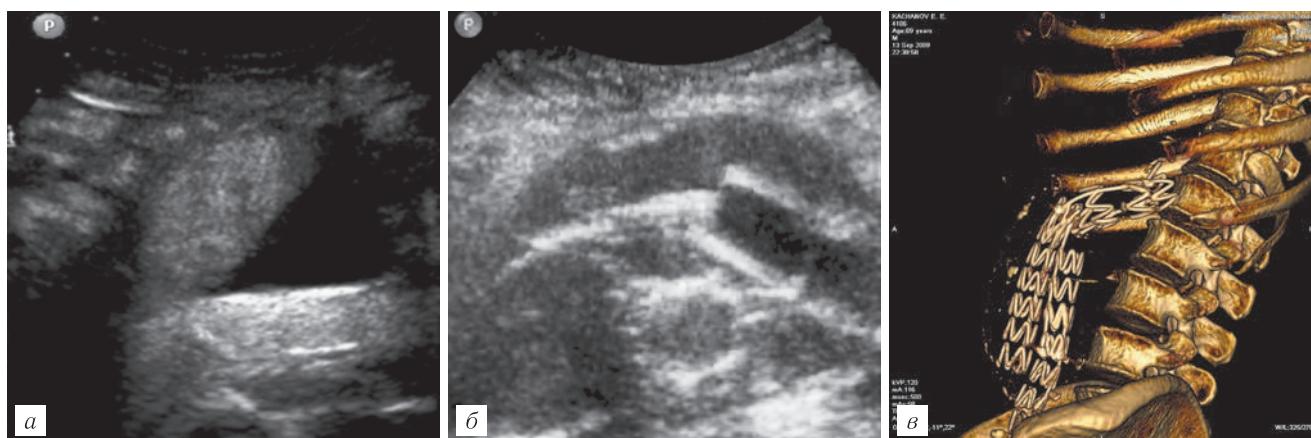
Осложнения со стороны стент-графта: *а* — эндолик 1-го типа — определяется экстравазация контрастного препарата в зоне проксимальной фиксации стента в полость аневризматического мешка; *б* — эндолик 3-го типа, сформировавшийся за счет разъединения составных частей эндографта (стрелка); *в* — тот же случай при МСКТ, визуализируется отсоединившаяся правая бранша
